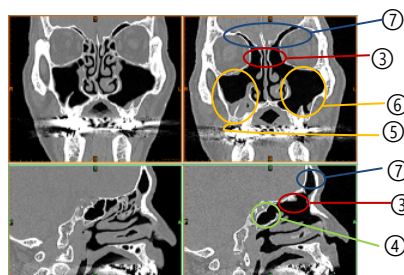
CT 画像 (左：術前, 右：術後, 上段：冠状断面, 下段：矢状面断面)
